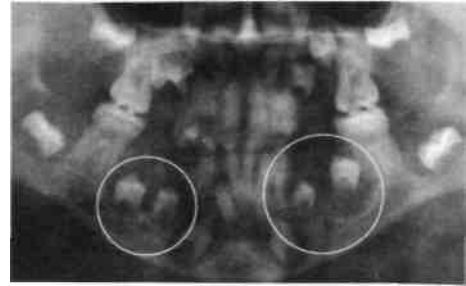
Ортопантомограмма ребенка с поликистозом нижней челюсти. Определяются множественные фолликулярные кисты
